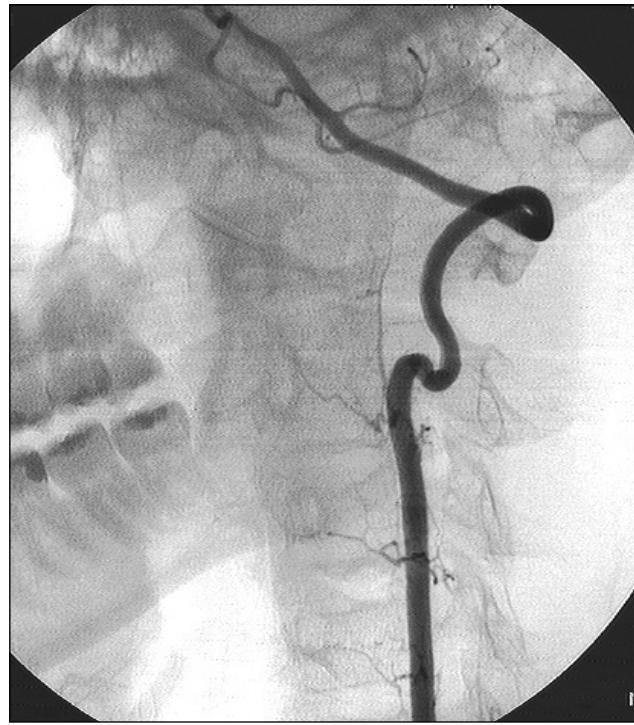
КТ ангиография: стеноз левой ПА на уровне С2-позвонка (между поперечными отростками С2 и С3)
